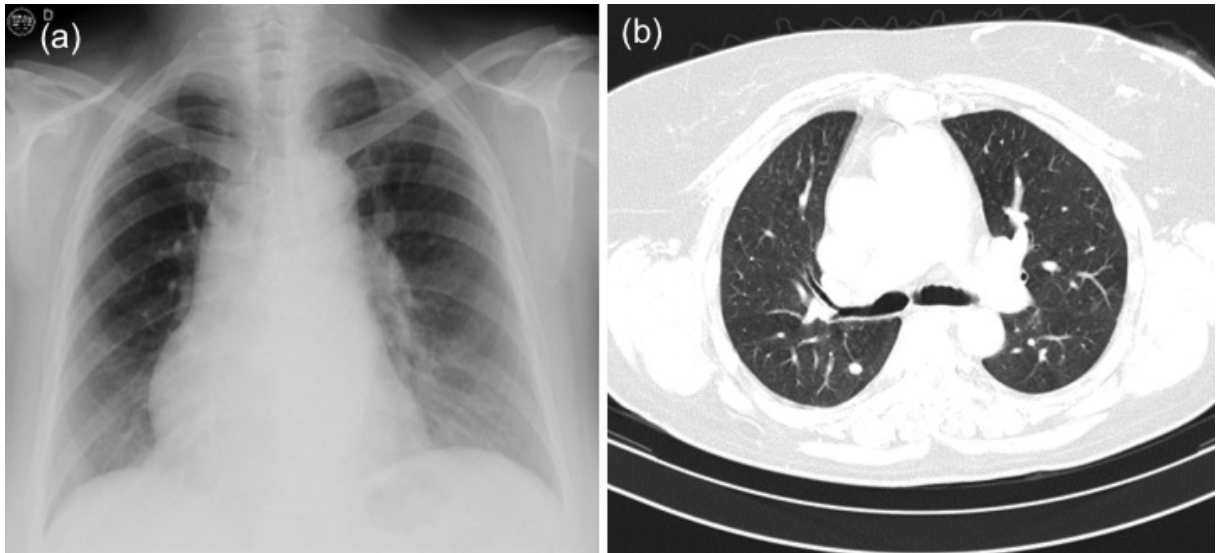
Discordância de achados radiológicos do tórax. (a) Radiografia de tórax sem evidência de doença metastática; (b) Doença parenquimatosa na tomografia torácica.
